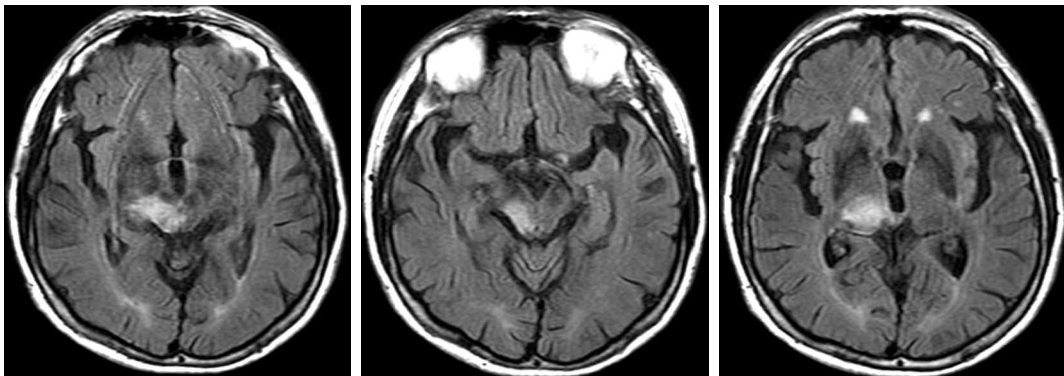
Brain MRI image (2016.12.14).
